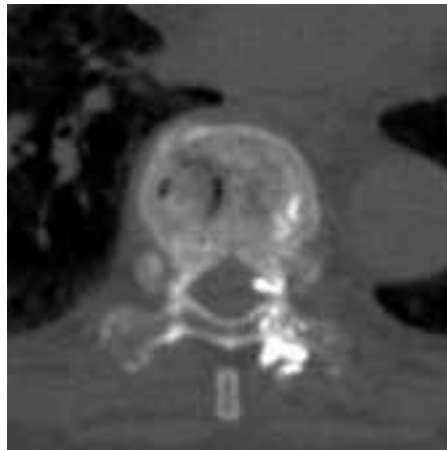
Спостереження №5, пацієнтка В-на, 80 р., історія хвороби 2142/2. Післяопераційна МСКТ. Візуалізоване незначне поширення кісткового цементу через в хребтовий канал через дефект кіркового шару на медіальній поверхні дужки хребця та через точку входу дозад у *m. erector spinae*. Помірний минулий радикулярний больовий синдром.
